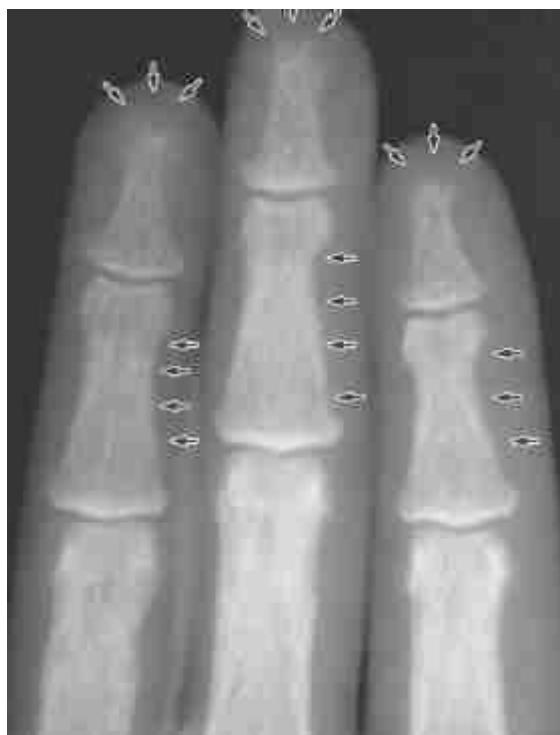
Radiografia das falanges médias em paciente com hiperparatireoidismo primário. A imagem demonstra reabsorção subperiosteal que resultou em reabsorção grave do tufão (setas). Observa-se também a reabsorção subperiosteal e intracortical das falanges médias (setas pretas).
